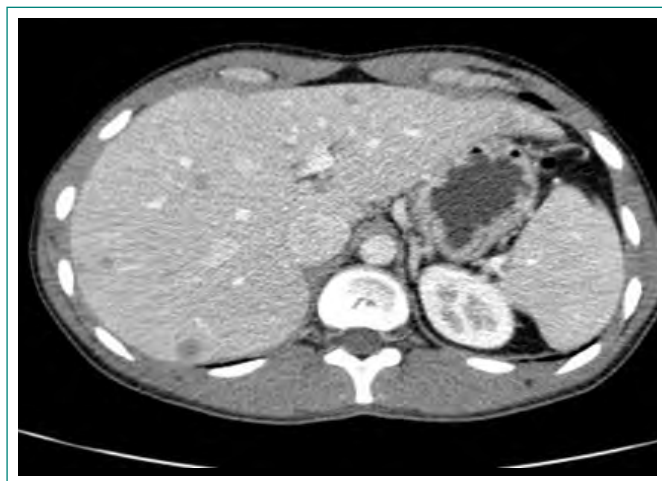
TC toraco-abdominopélvica en el momento del diagnóstico: varias lesiones hipodensas de distintos tamaños en el parénquima hepático que corresponden a pequeños abscesos.
